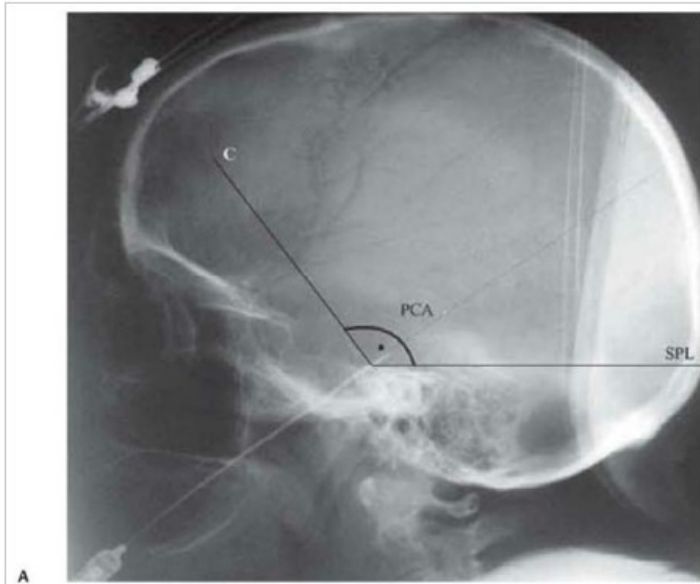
(A) Method for localization of the petroclival angle (PCA) on lateral cranial X-ray. The PCA is formed by the clival line (C) and the superior petrosal line (SPL). Uninsulated tip of the electrode should be just behind the C line. (mean: 2.77 mm, ranging from 1.57–3.50 mm). (B) Method for localization of the electrode tip height (h) based on the electrode uninsulated tip position and the orbitomeatal line can be used as well for electrode placement accuracy. This distance (h) is usually from 13–15 mm. Of note is that fibers corresponding to the V1 division are in a superomedial position, fibers of V3 are inferolateral, and those of V2 are in between; for instance when V3 is targeted, it is expected to have the lower height (as demonstrated by other authors). O, orbita; MAE, meatus acusticus externus.
